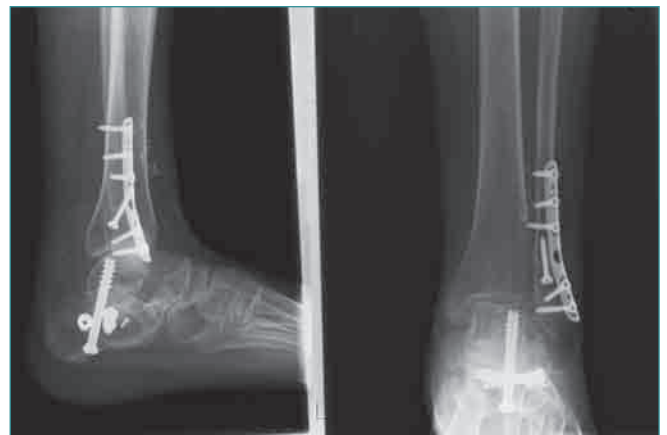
Radiografía postoperatoria donde observamos la restauración de la articulación subastragalina con recuperación parcial del ángulo de Bohler.
